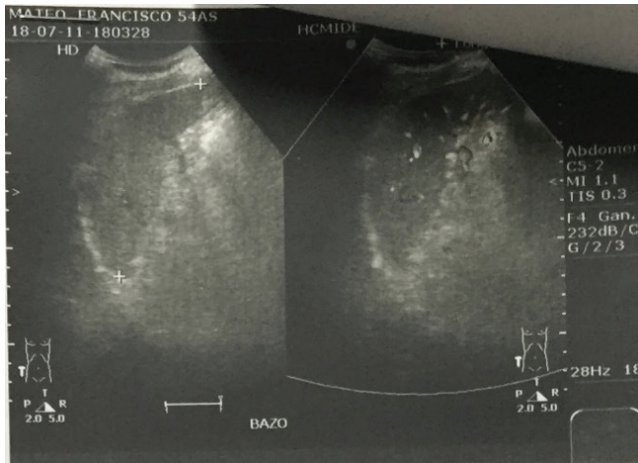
Sonografía abdominal la cual muestra bazo homogéneo de bordes definidos, contornos regulares, con medidas de 11 cm.
